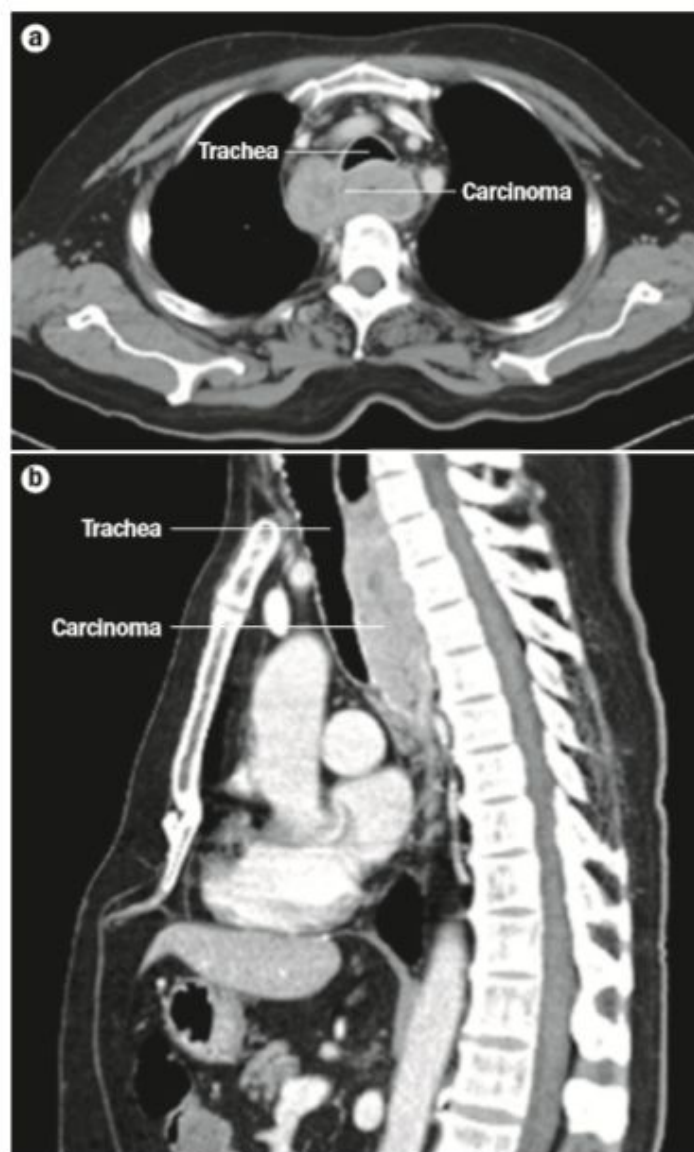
Squamous cell carcinoma within the upper third of the oesophagus in a 65-year-old man. a | A large oesophageal squamous cell carcinoma with para-oesophageal lymph-node metastasis is visible in the axial CT scan. The carcinoma indents the membranous part of the tracheal wall. b | The side view demonstrates the close relationship between the carcinoma and the trachea.
